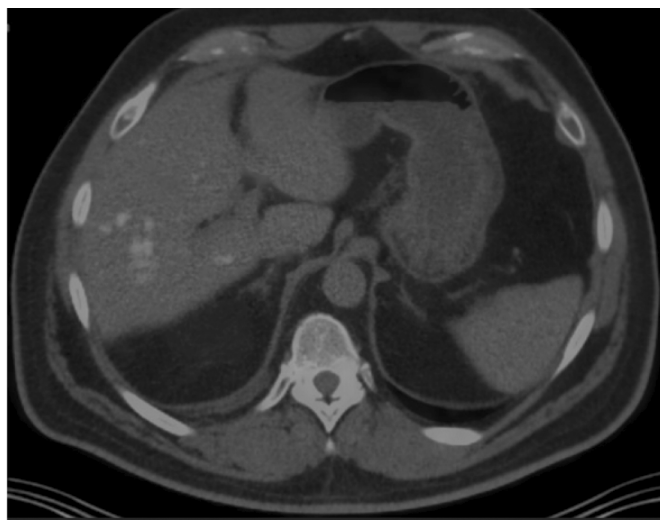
ПЭТ/КТ от 26.04.2024г. Регресс очаговой гиперфиксации ФДГ в стенке желудка
